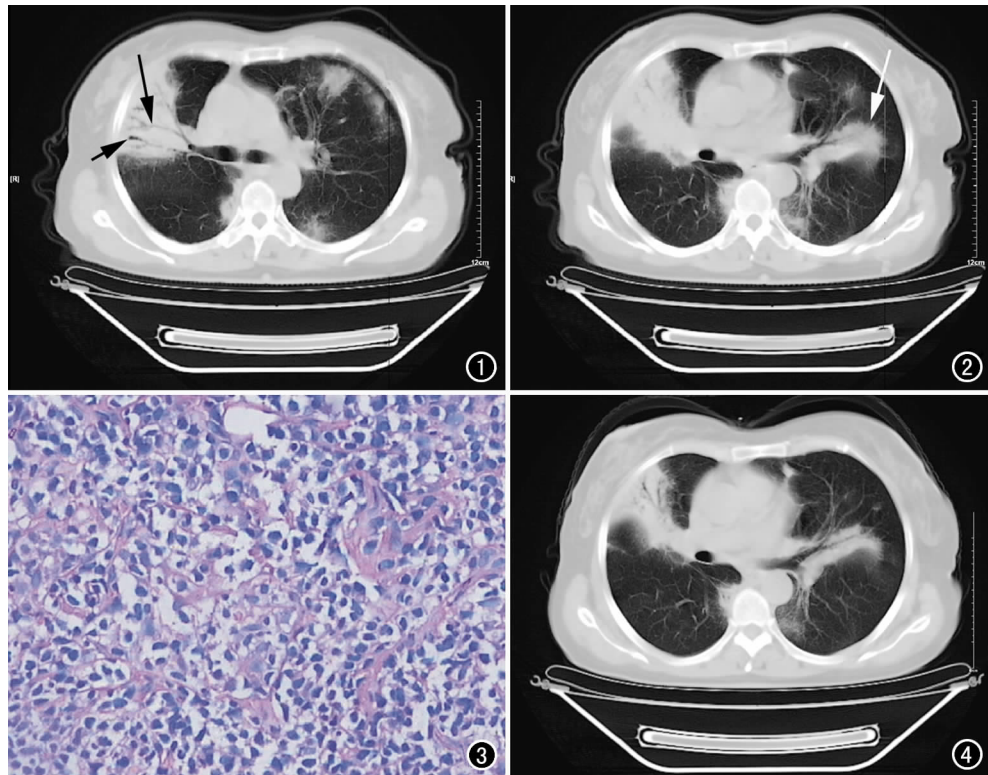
CT 示双肺多发斑片状、大片状实变影及磨玻璃影, 可见“支气管充气征”(长箭), 病变内充气的支气管轻度扩张(短箭)。图 2 CT 示右肺病变跨中、上两叶, 左肺上叶肿块边缘可见“毛刺征”(箭)。图 3 镜下示大量不成熟的小淋巴细胞($\times 40$, HE)。图 4 复查 CT 示化疗后双肺病灶明显缩小。
